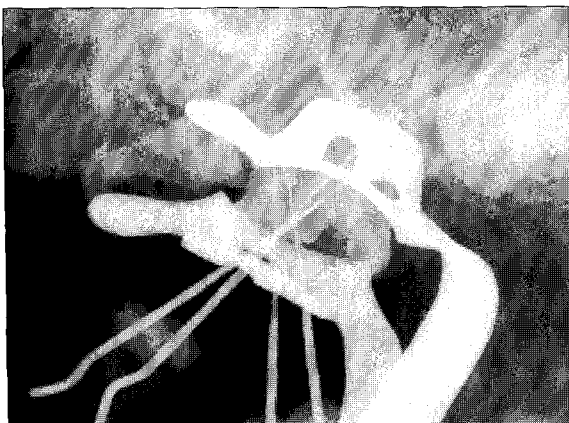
Measurement radiograph of the second mesiobuccal canal.
